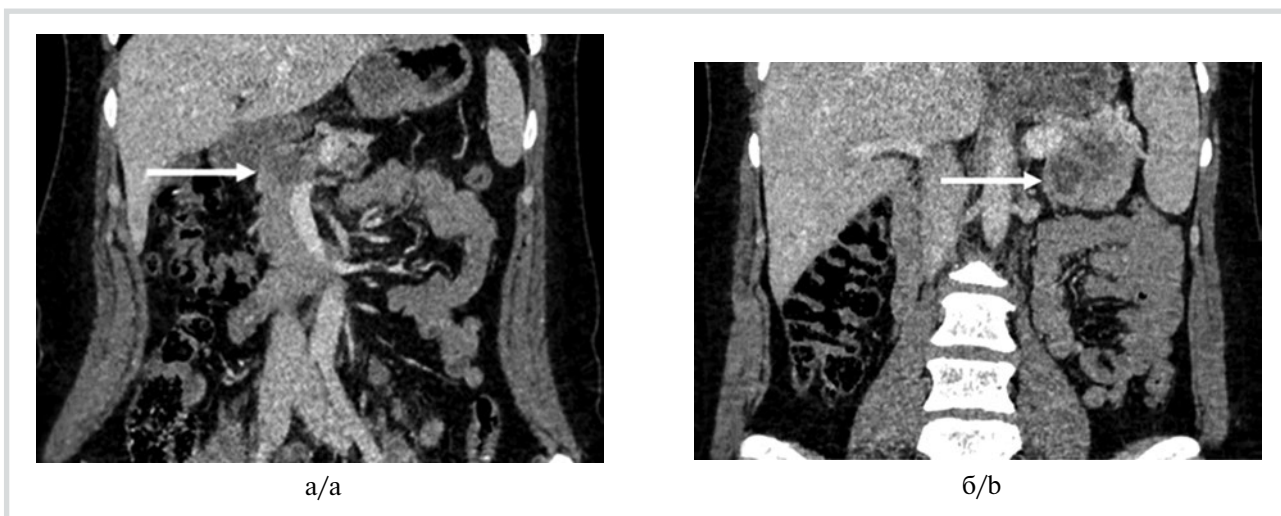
МСК-томограмма, венозная фаза, фронтальные срезы.
